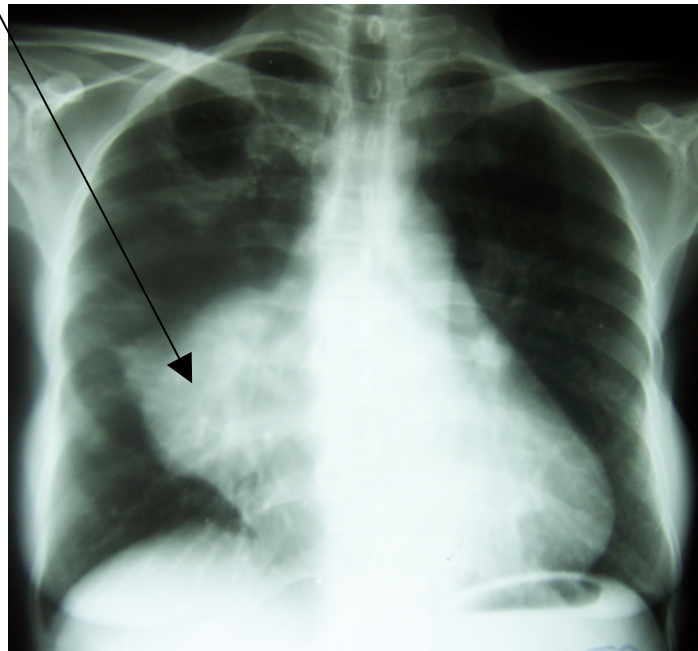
Radiographie thoracique de face montrant une opacité hilaire droite
